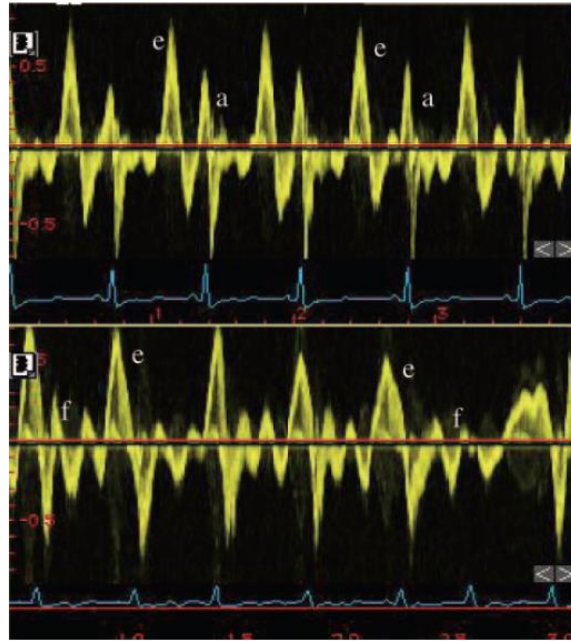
Ejemplo del registro del doppler pulsado en orejuela izquierda en ritmo sinusal y FA¹².
